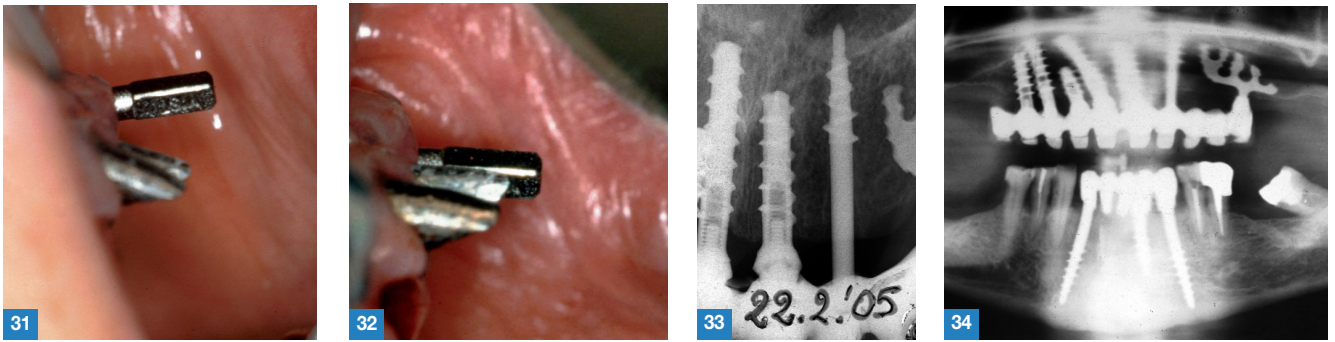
Il moncone dell'impianto prima della curvatura meccanica. Fig. 32 Il parallelismo ottenuto. Fig. 33 Radiografia di zona 1.2 - 2.3. Fig. 34 Panoramica a lavoro ultimato.
